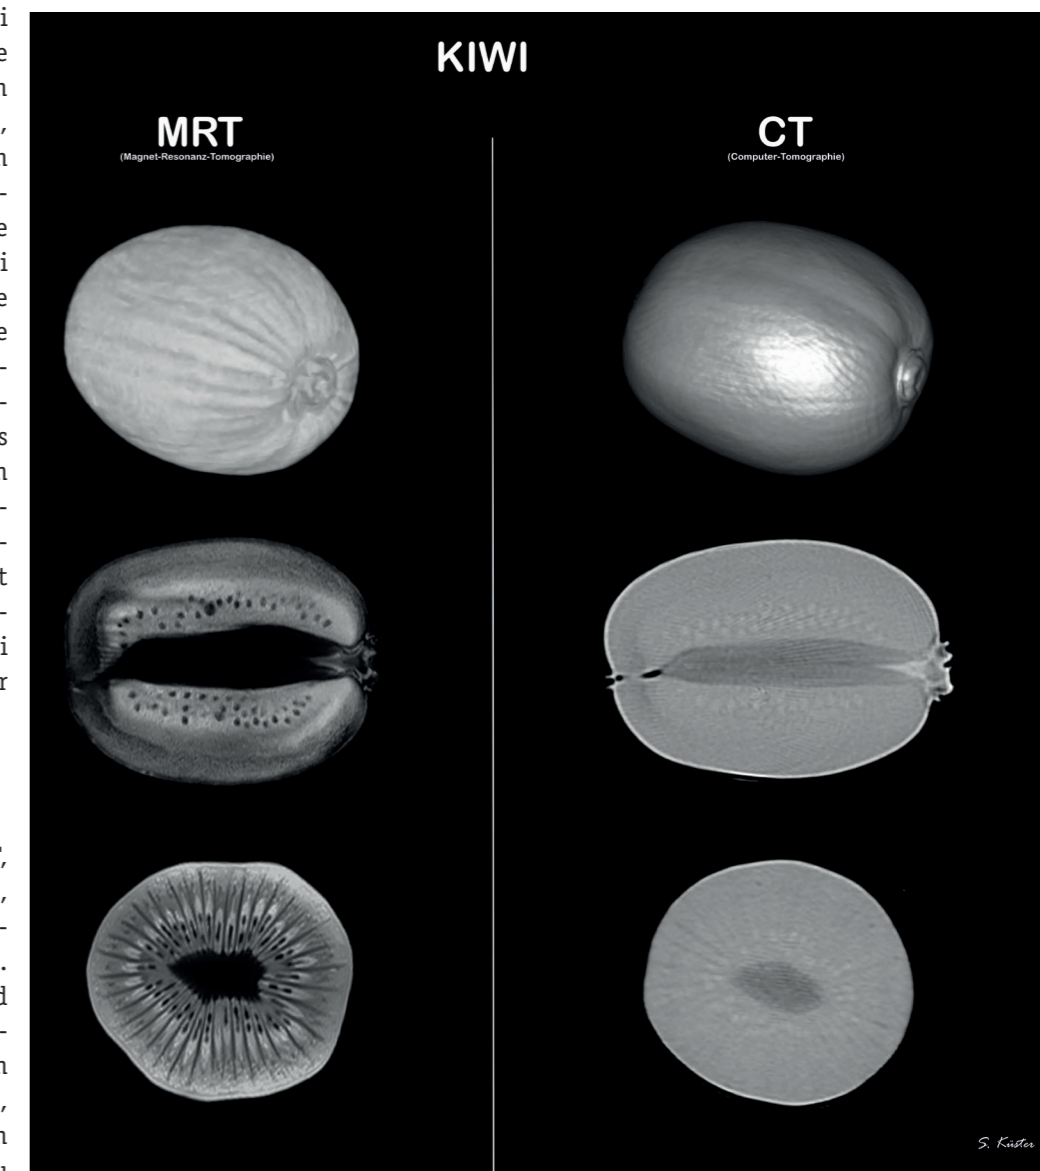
Unterschiede zwischen MRT und CT in der Weichteildarstellung einer Kiwi-Frucht
